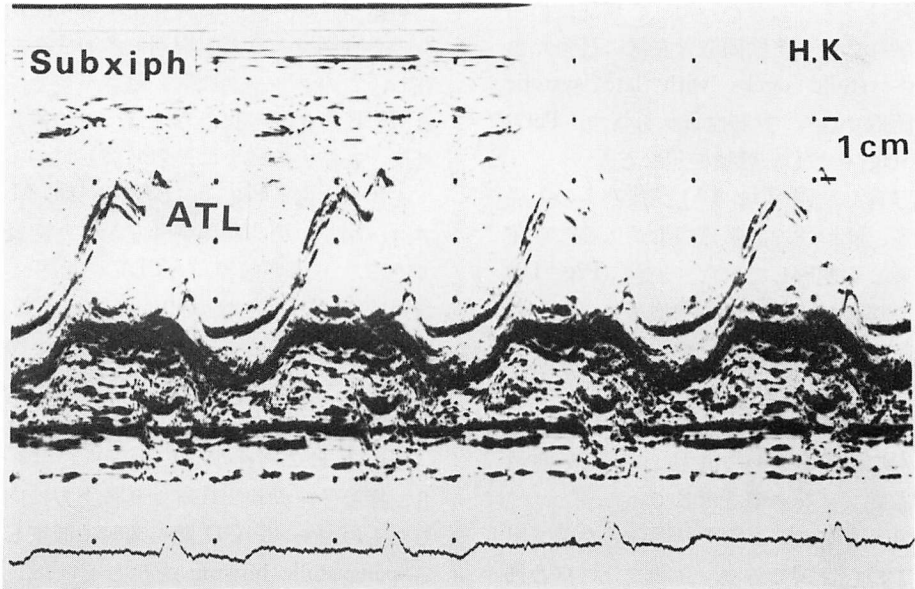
M-mode echocardiogram obtained by subxiphoid approach in Case 2.
